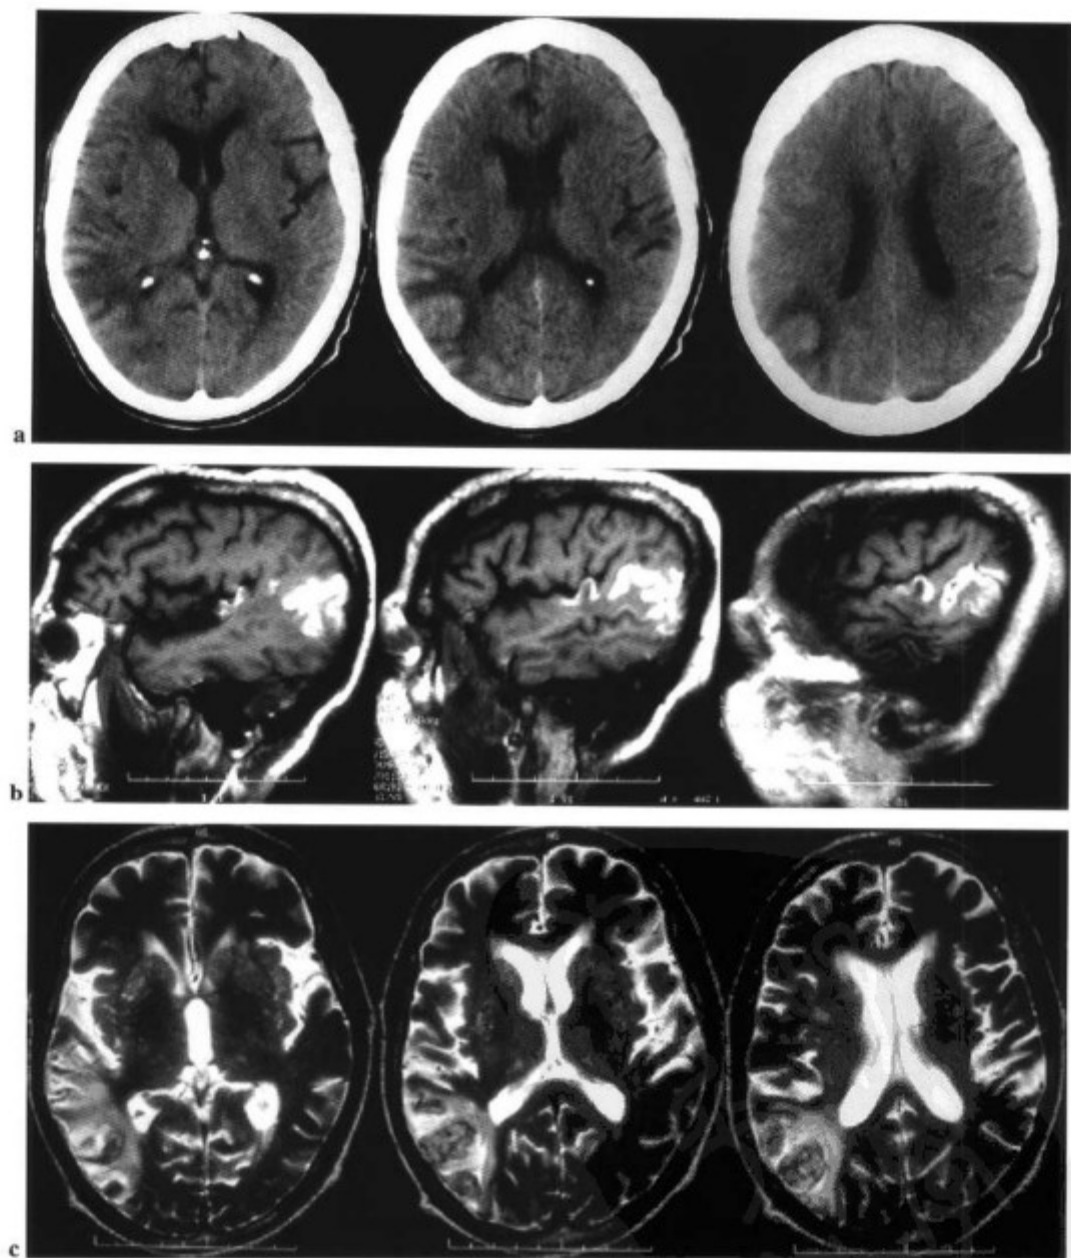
55 岁男性伴头痛和行为异常 2 个月。(a)CT 显示右侧顶枕区高密度病灶伴水肿。(b)矢状面 T1WI, 可见皮质内出血灶呈高信号。常见于梗死的亚急性期并可持续至慢性期。(c)在横断面 T2WI, 病灶显示为皮质-皮质下不均匀信号伴病灶周围水肿。
